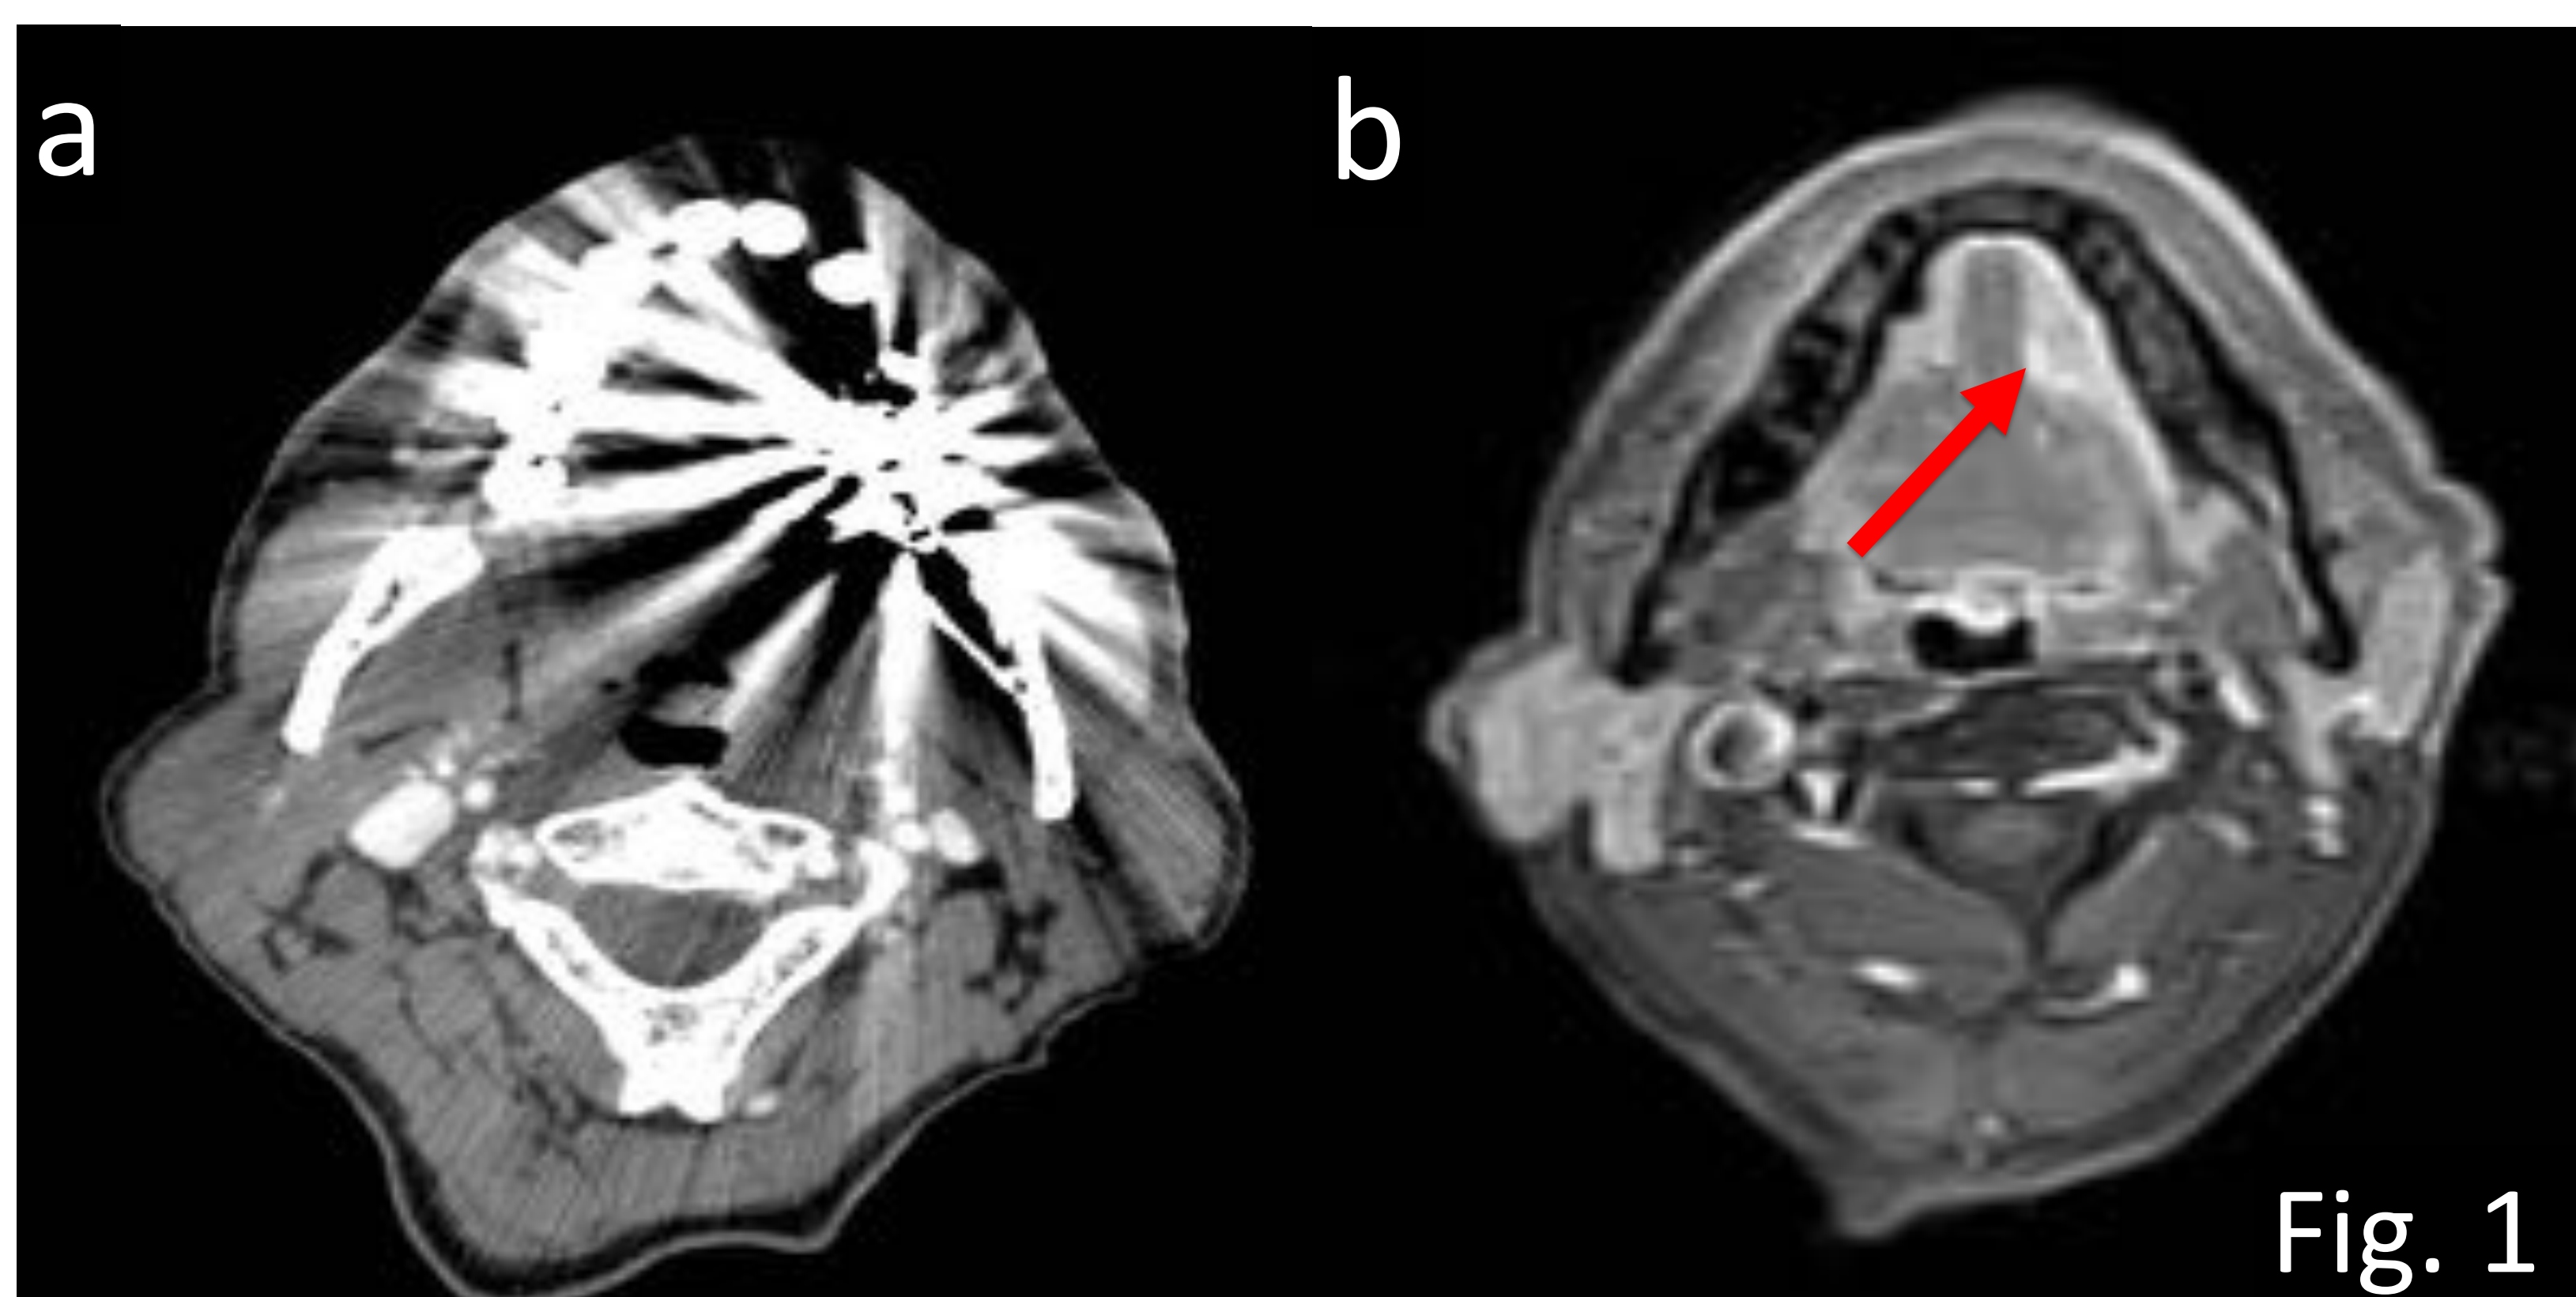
Ejemplo de artefactos en una mujer de 56 años de edad con sospecha de cáncer de lengua izquierdo. a) TC axial con CIV: se identifican múltiples artefactos debido a la presencia de material dental que ocultan y dificultan la valoración de la patología que se sospecha. b) T1 axial con saturación grasa + gadolinio: se identifica un carcinoma lingual izquierdo (flecha).
